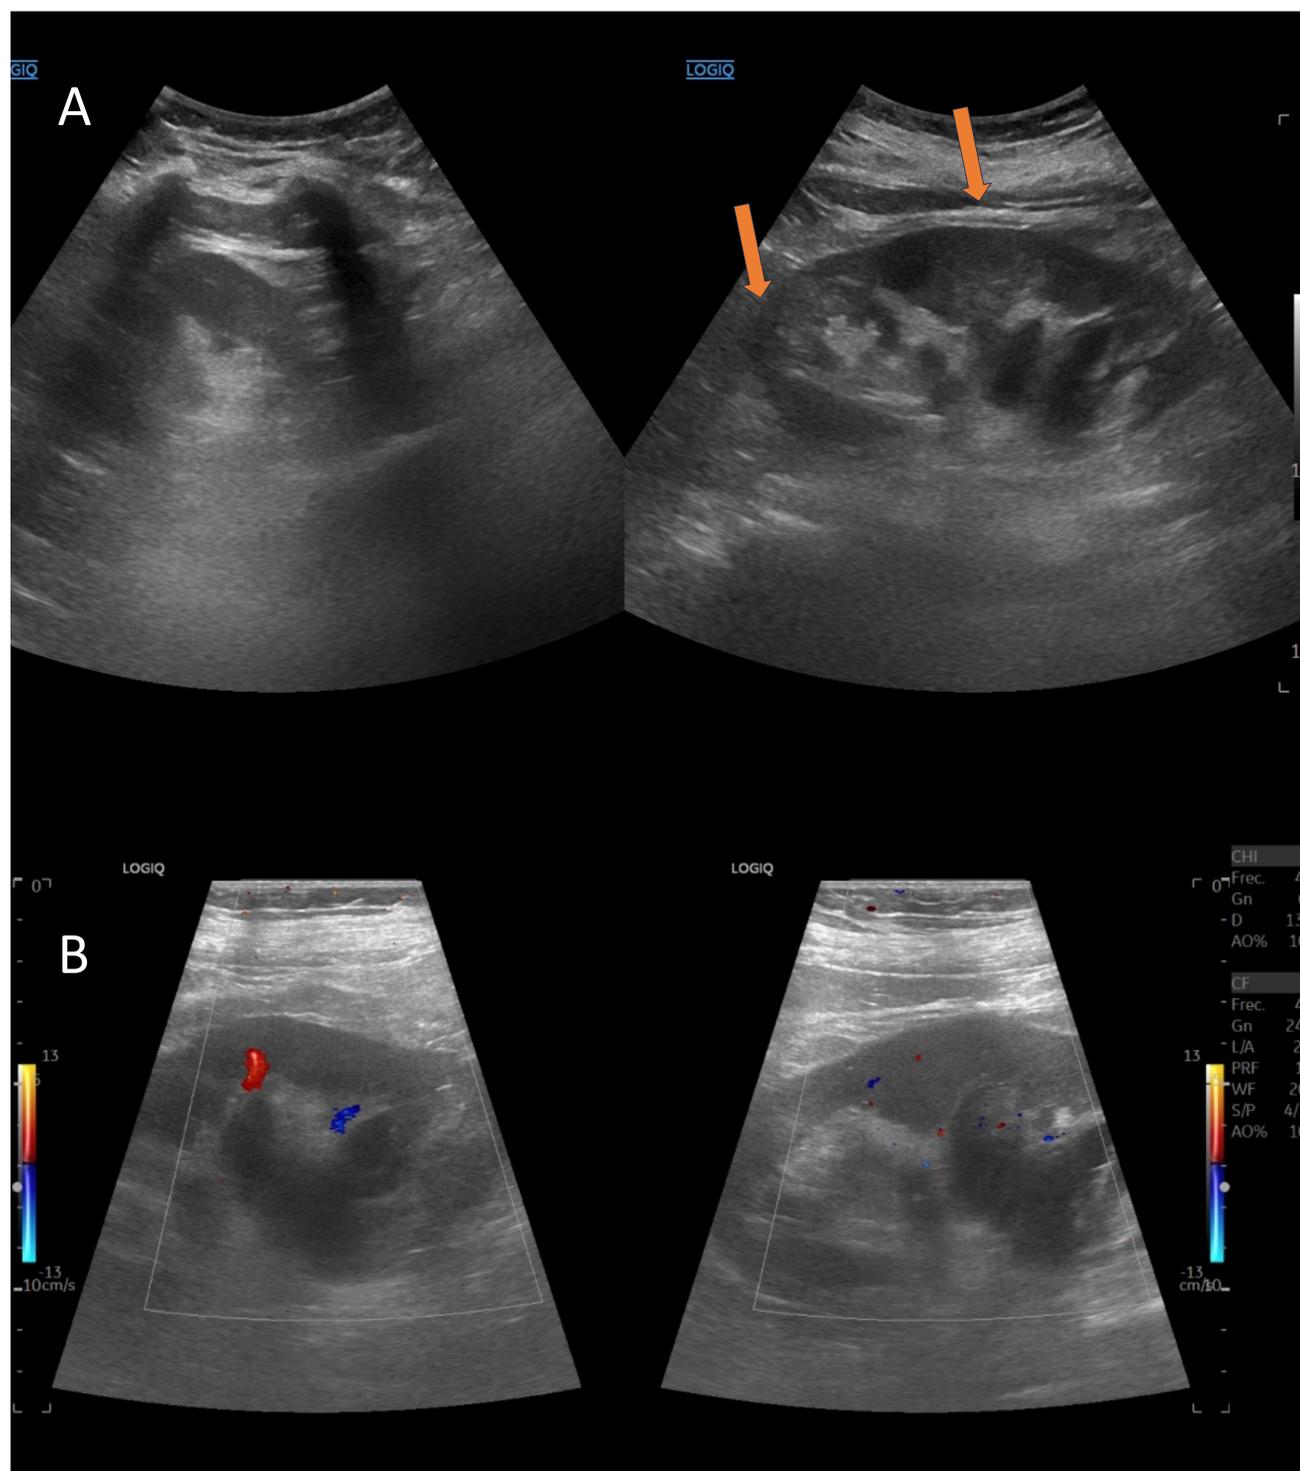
Paciente de 57 años con cólico nefrítico izquierdo con mal control de analgesia, elevación de reactantes de fase aguda y fiebre. Se realiza una ecografía donde se observa A) un leve aumento de la ecogenicidad fundamentalmente en tercio medio y superior. (flecha naranja). B) una disminución de la señal Doppler, en relación con hipoperfusión. Hallazgos que dado el contexto clínico sugiere pielonefritis aguda no complicada. Tras 48h con tratamiento antibiótico mejora la clínica sin precisar más pruebas de imagen.
